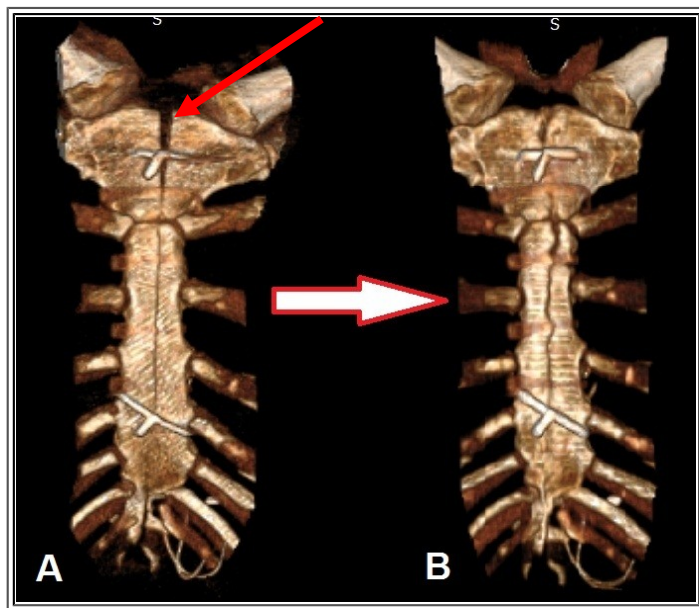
Сращение клиновидного диастаза (указано стрелочкой) рукоятки грудины. 3D-реконструкция КТ грудины: А – 8-е сутки после операции, В – 12 месяцев после операции
